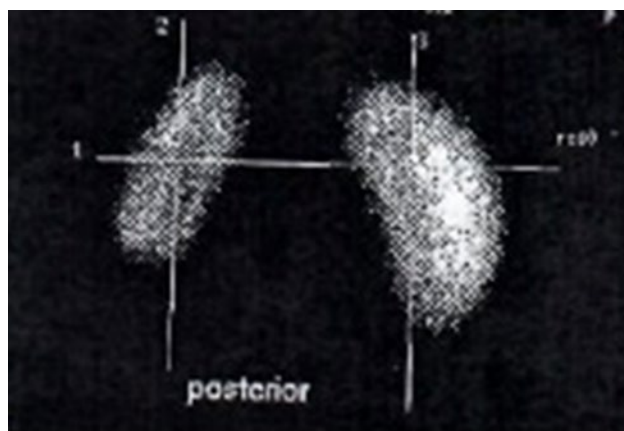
Реносцинтиграмма с технецием-99М: уменьшение размеров левой почки.
